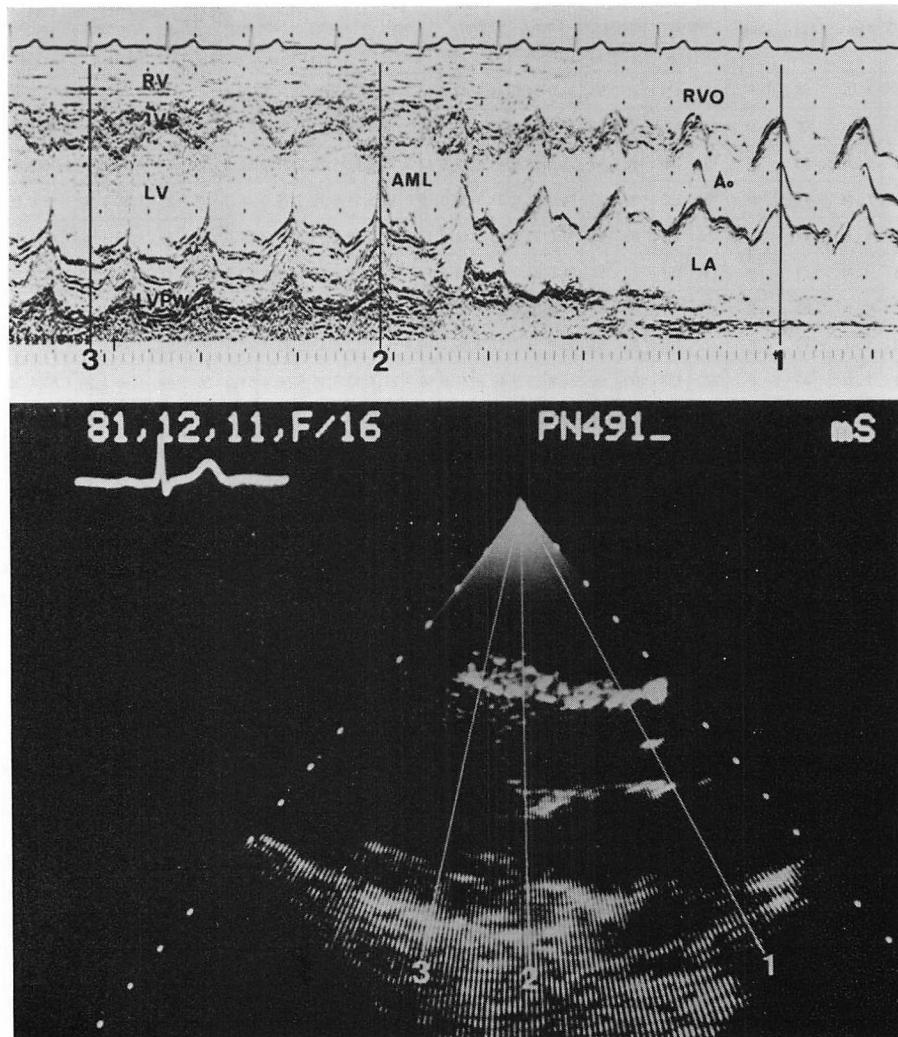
M-mode and cross-sectional echocardiograms showing the method of the measurement.
